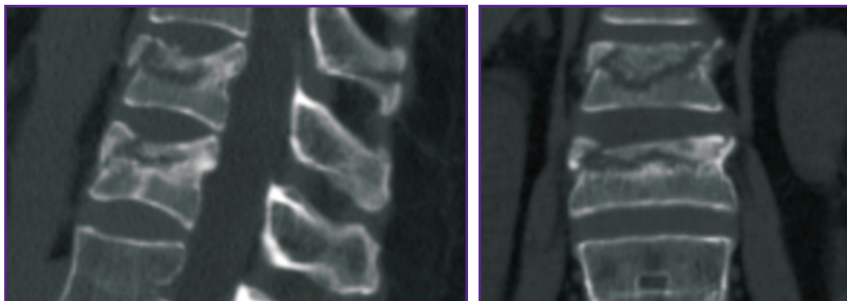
КТ позвонков Th₁₂ и L₁ больной И. до операции
